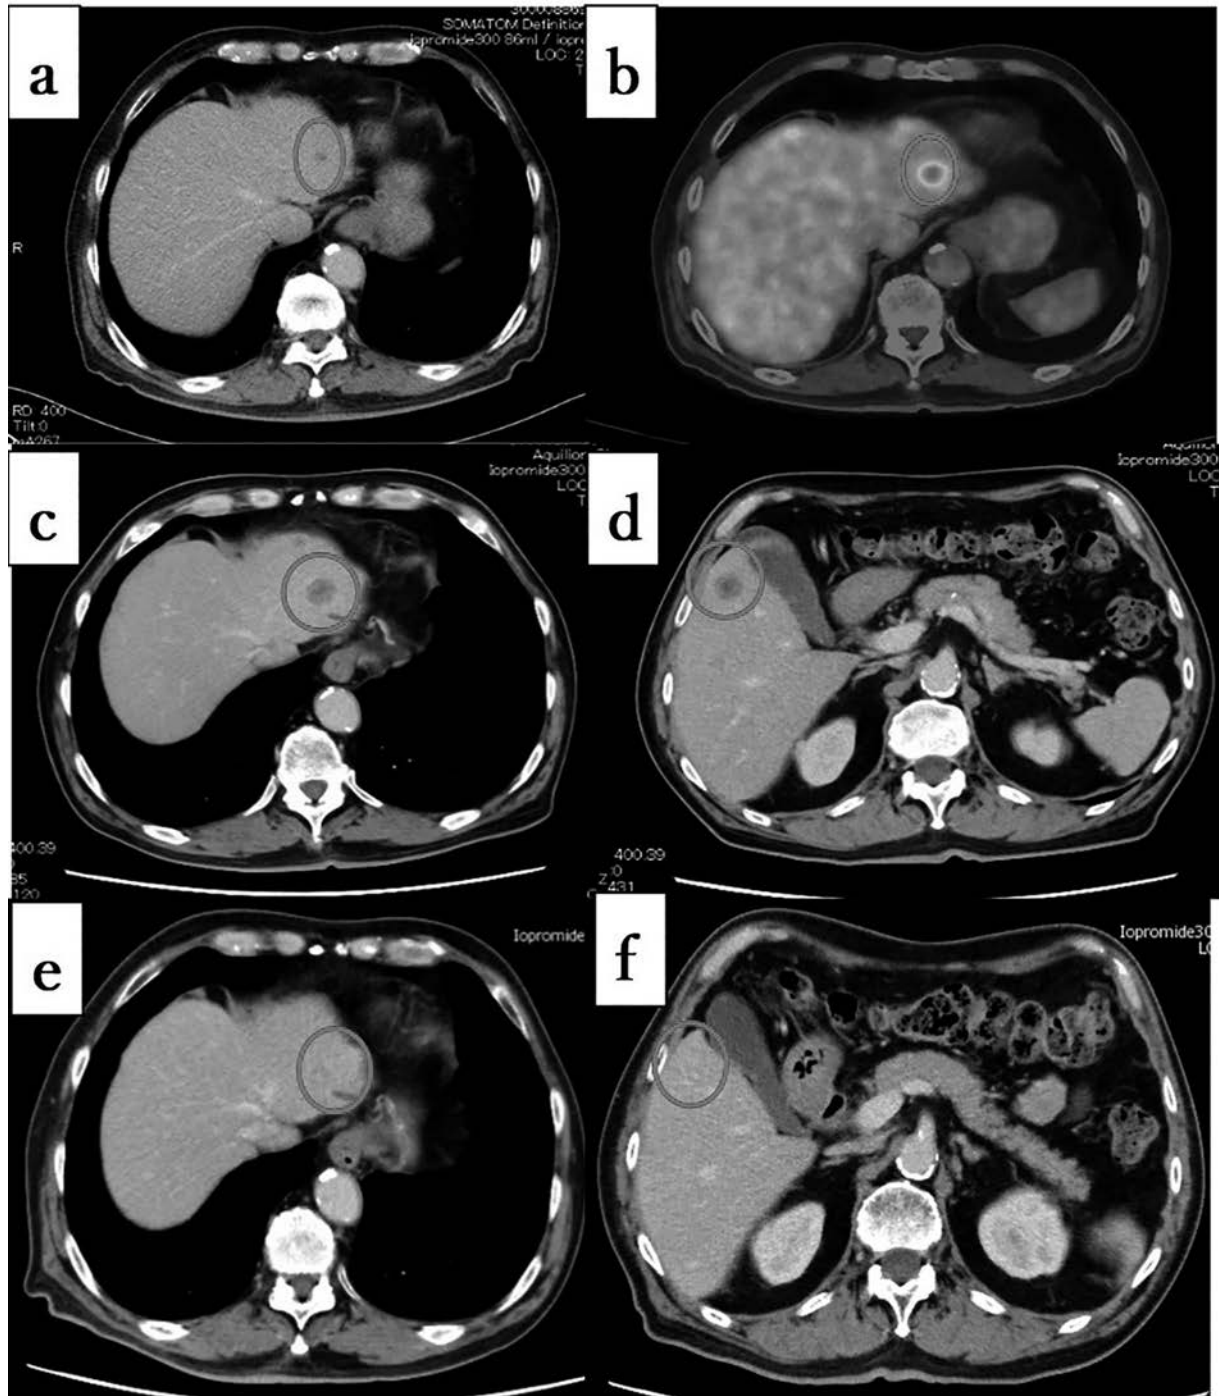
Computed tomographic scan and positron emission tomography image of liver metastases. a, b: After 3 courses of Carboplatin + Etoposide, liver metastases appeared. c, d: After 2 courses of Amurbinic, liver metastases increased. e, f: After 8 courses of pembrolizumab, liver metastases disappeared.
